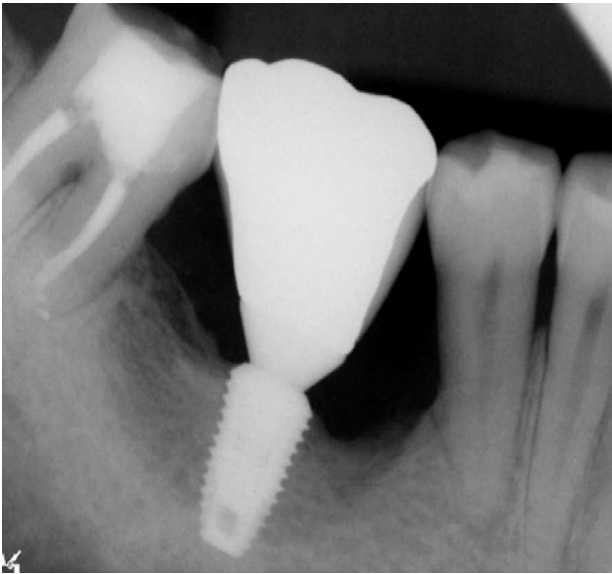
Periapical radiograph 12 months after prosthetic loading.
